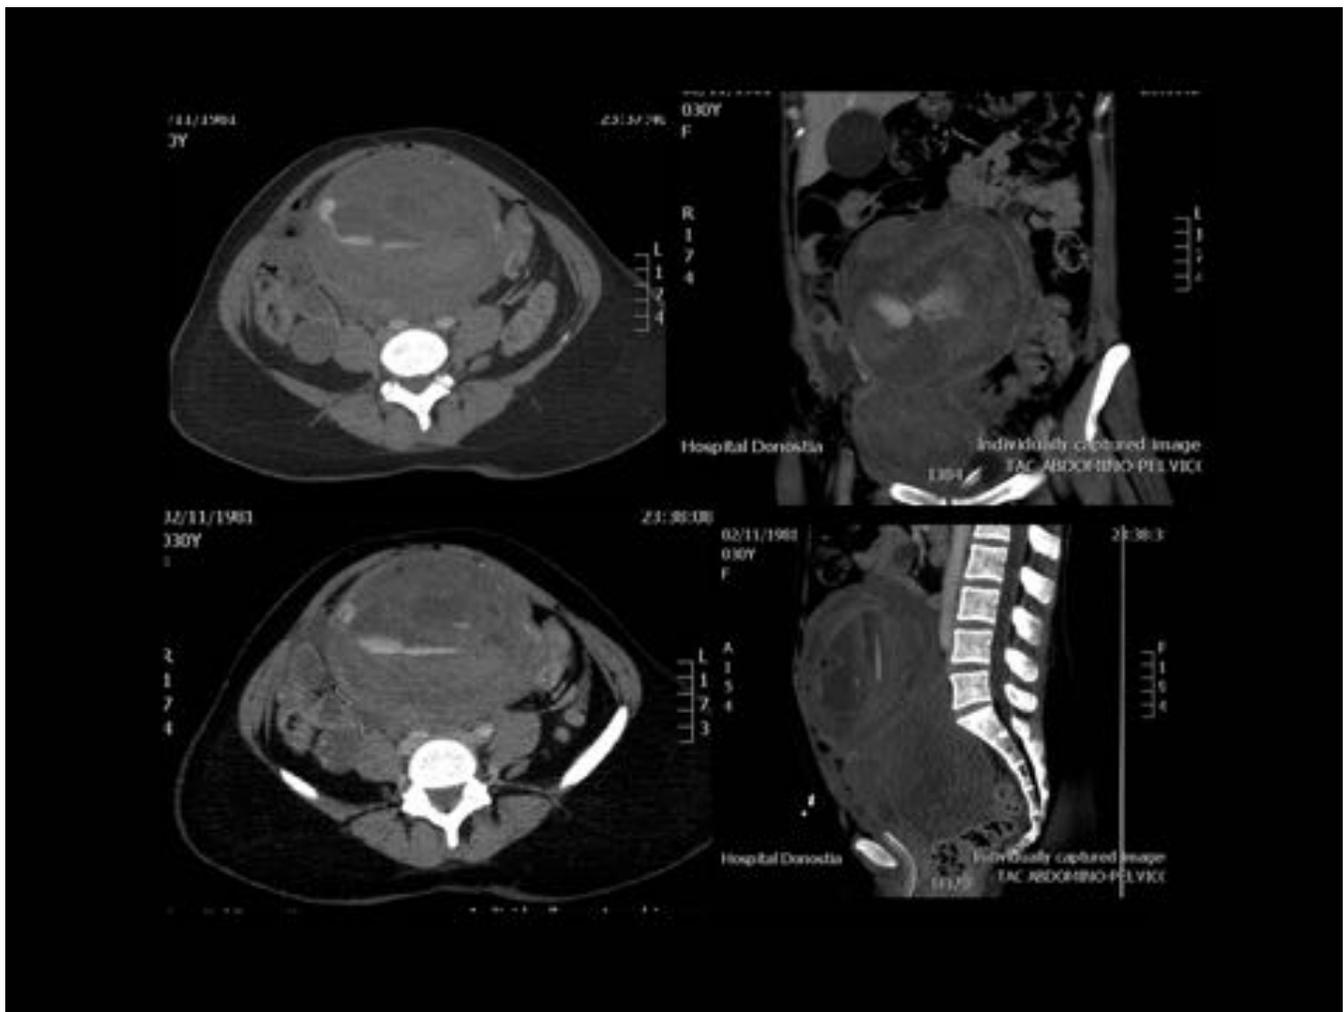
Fig 23. Imágenes axiales, coronal y sagital de TC de paciente puérpera en las que se identifica un útero puerperal con gran hematoma que presenta áreas hiperdensas en relación con sangrado activo.
